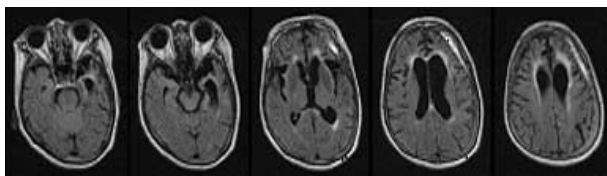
Severe left anterior temporal and bifrontal atrophy are presented on FLAIR axial images and small amount of subdural hematoma is also observed on the left frontal area.
